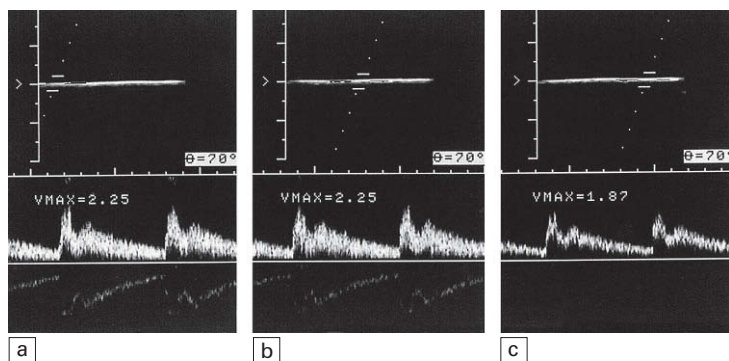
Variación del sonograma para diferentes posiciones del haz en el campo de visión. Cerca del centro del transductor se emplea una apertura más amplia para aumentar el enfoque, lo que incrementa el rango de ángulos de ataque de los ultrasonidos y aumenta de ese modo el ensanchamiento espectral.
